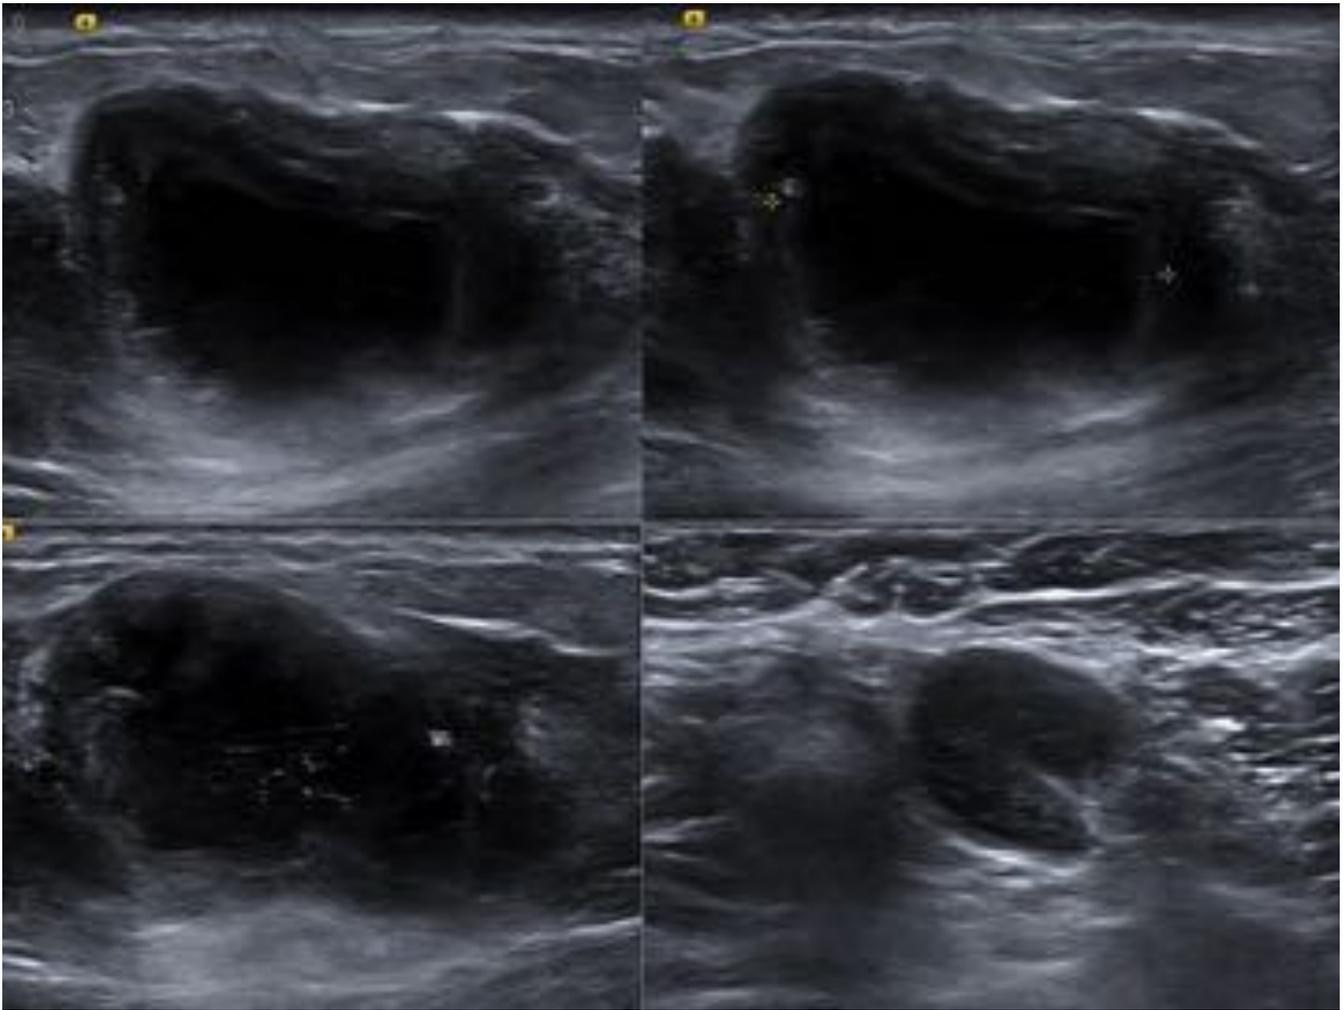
ECOGRAFÍA DE MAMA. Masa en CSI MD con ecoestructura heterogénea sólido-quística.
